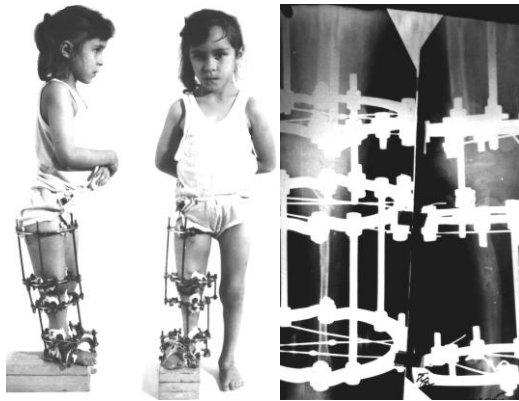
Больная М., 6 лет и ее рентгенограммы в процессе лечения на 1 этапе
